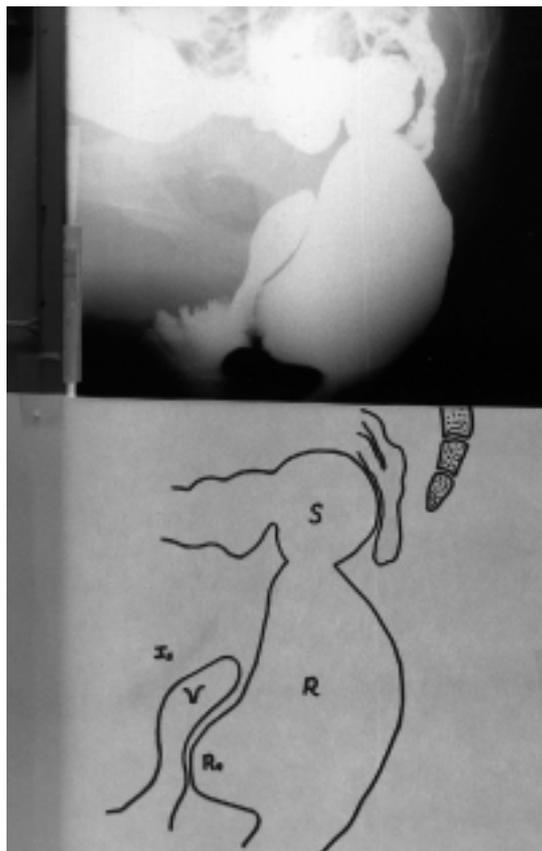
Defecografía y representación esquemática. Inicio de la evacuación: rectocele moderado (Re). R= recto, Is= isquion. S= sigmoides, V= vagina.
